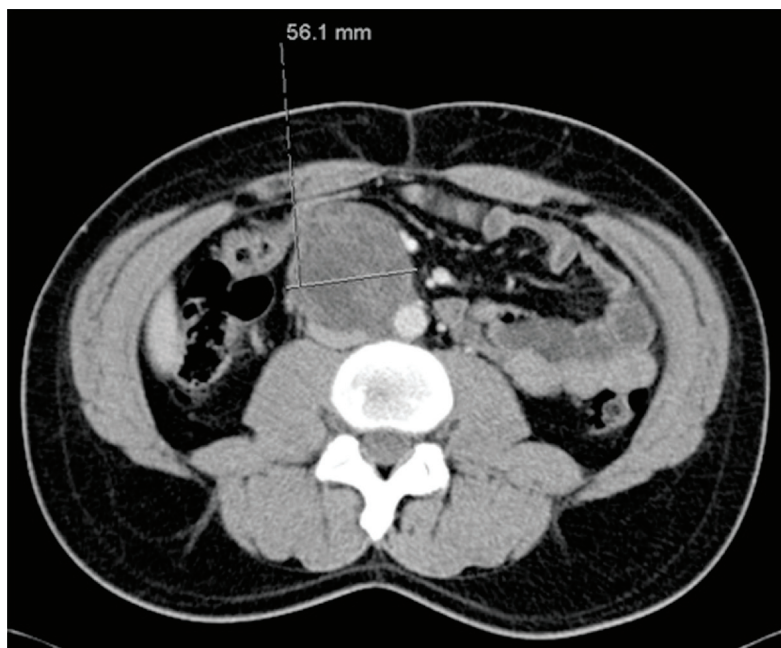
IMAGEM DE TAC ABDOMINO-PÉLVICA DEMONSTRANDO CONGLOMERADO ADENOPÁTICO EM LOCALIZAÇÃO AORTO-CAVA
